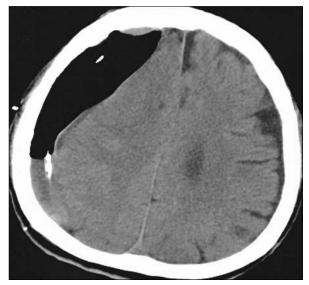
Postoperative computed tomography scan obtained at 4 days after second burr hole craniostomy demonstrates reduction of hematoma but air was collected in place of hematoma.
